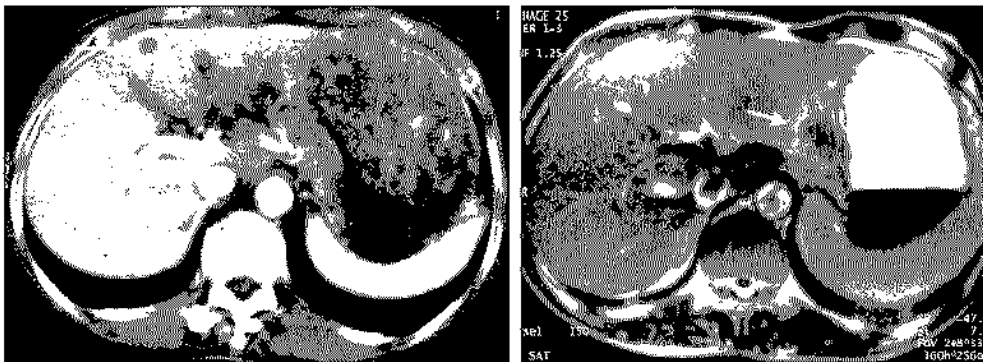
(A) CT 스캔, (B) T2 강조영상. 간의 내측엽에 작은 전이 병소(화살표)가 CT 스캔과 MRI에서 잘 보인다. MRI에서 국소 림프절 전이로 인한 림프절 종대가 선명하게 구별되어 보인다(짧은 화살표).
